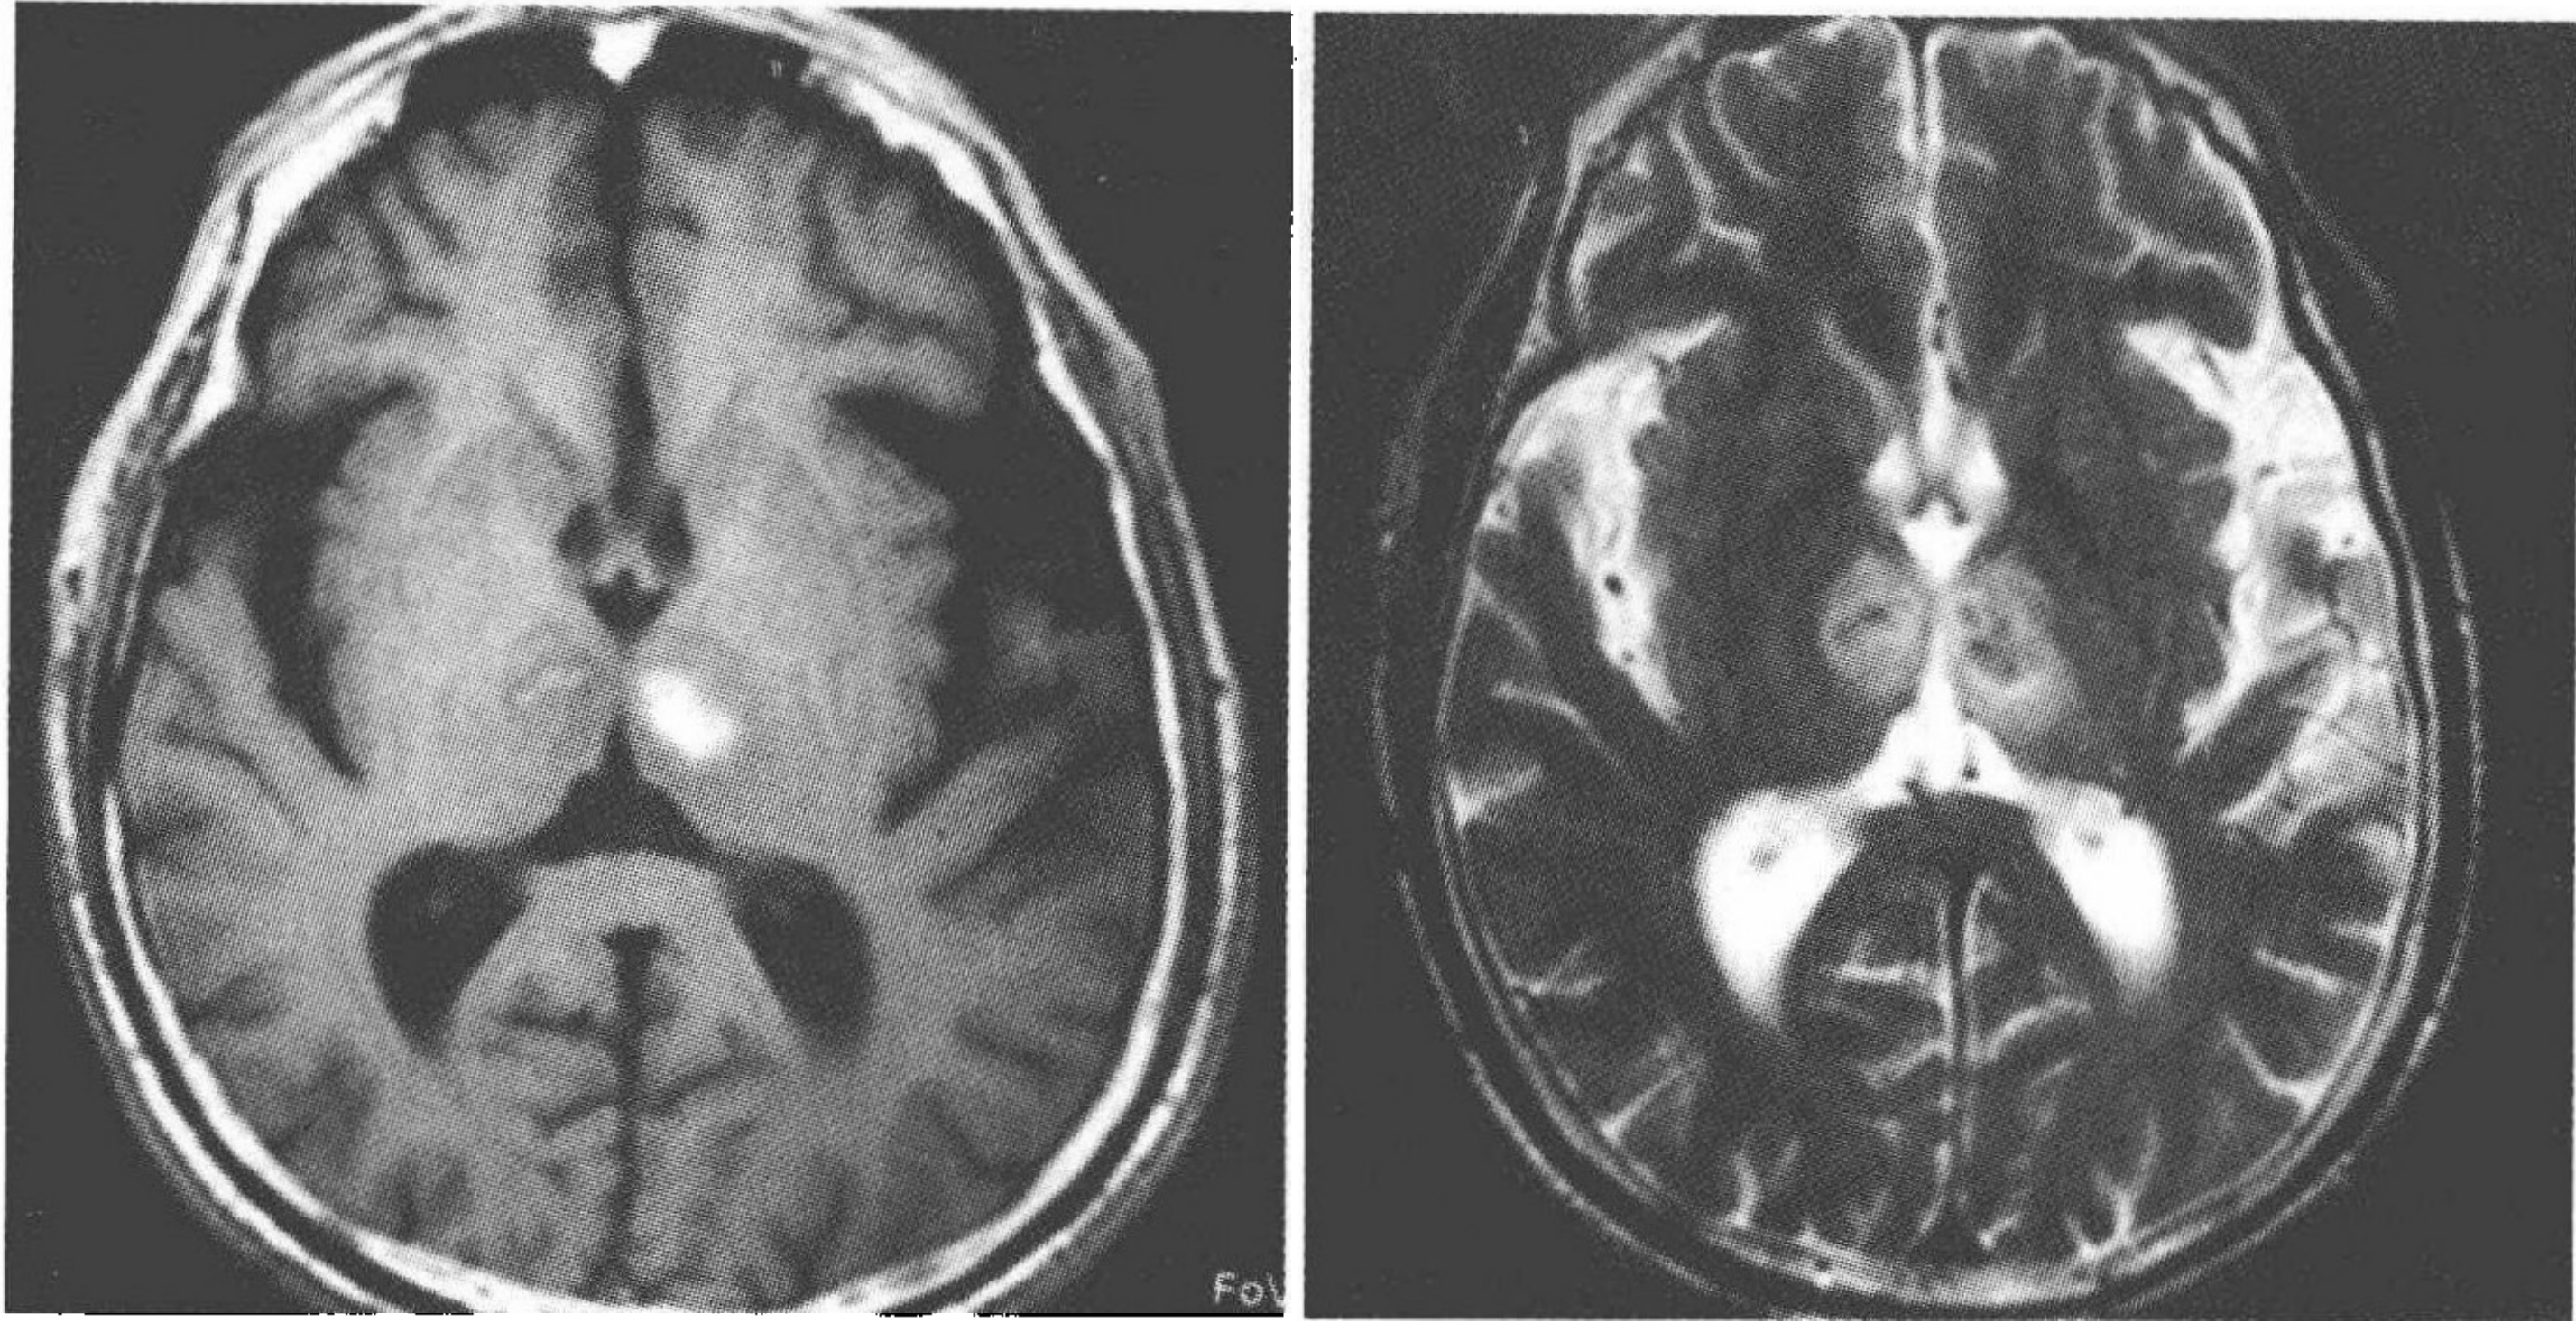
MRI 示双侧丘脑近中线旁长 T_1 、长 T_2 异常信号,左丘脑 T_1 低信号影中可见片状高信号影
